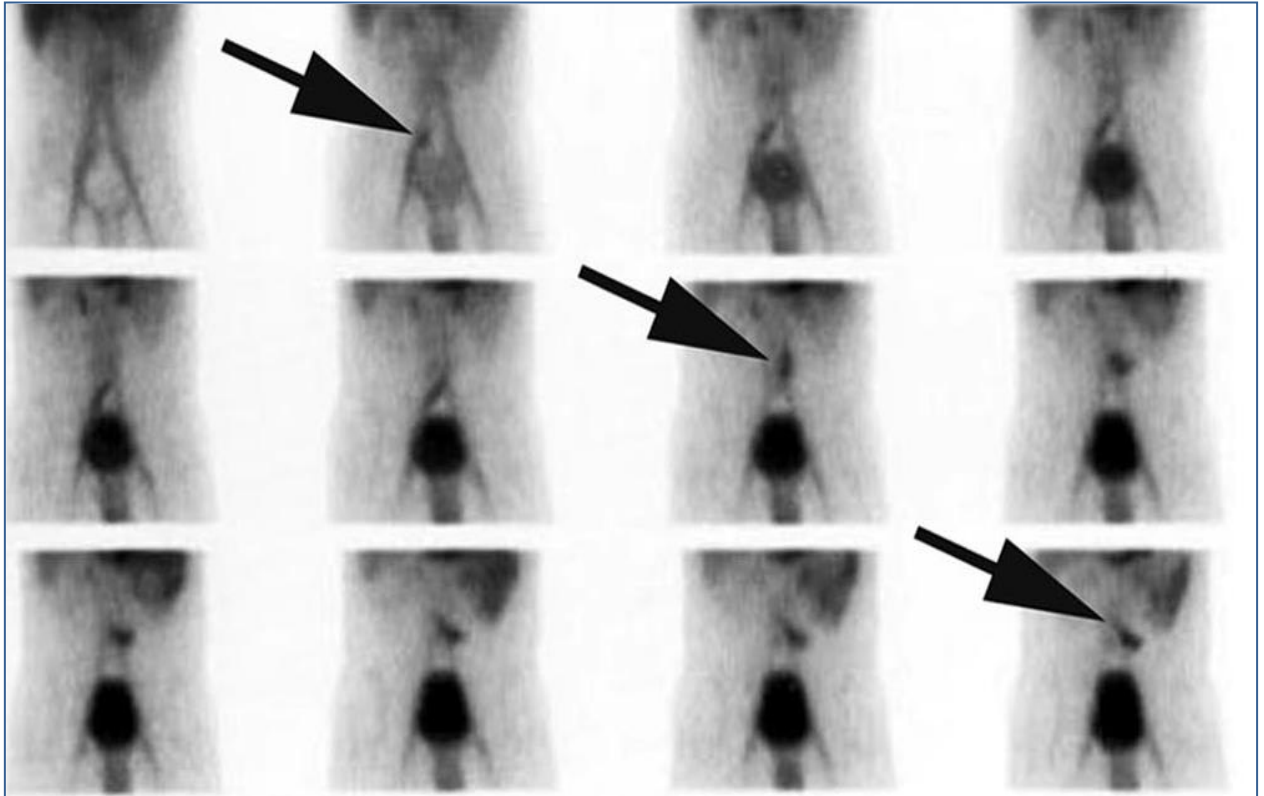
Diagnostic du diverticule de Meckel par scintigraphie au ^{99m}Tc -pertechnétate.[13]
